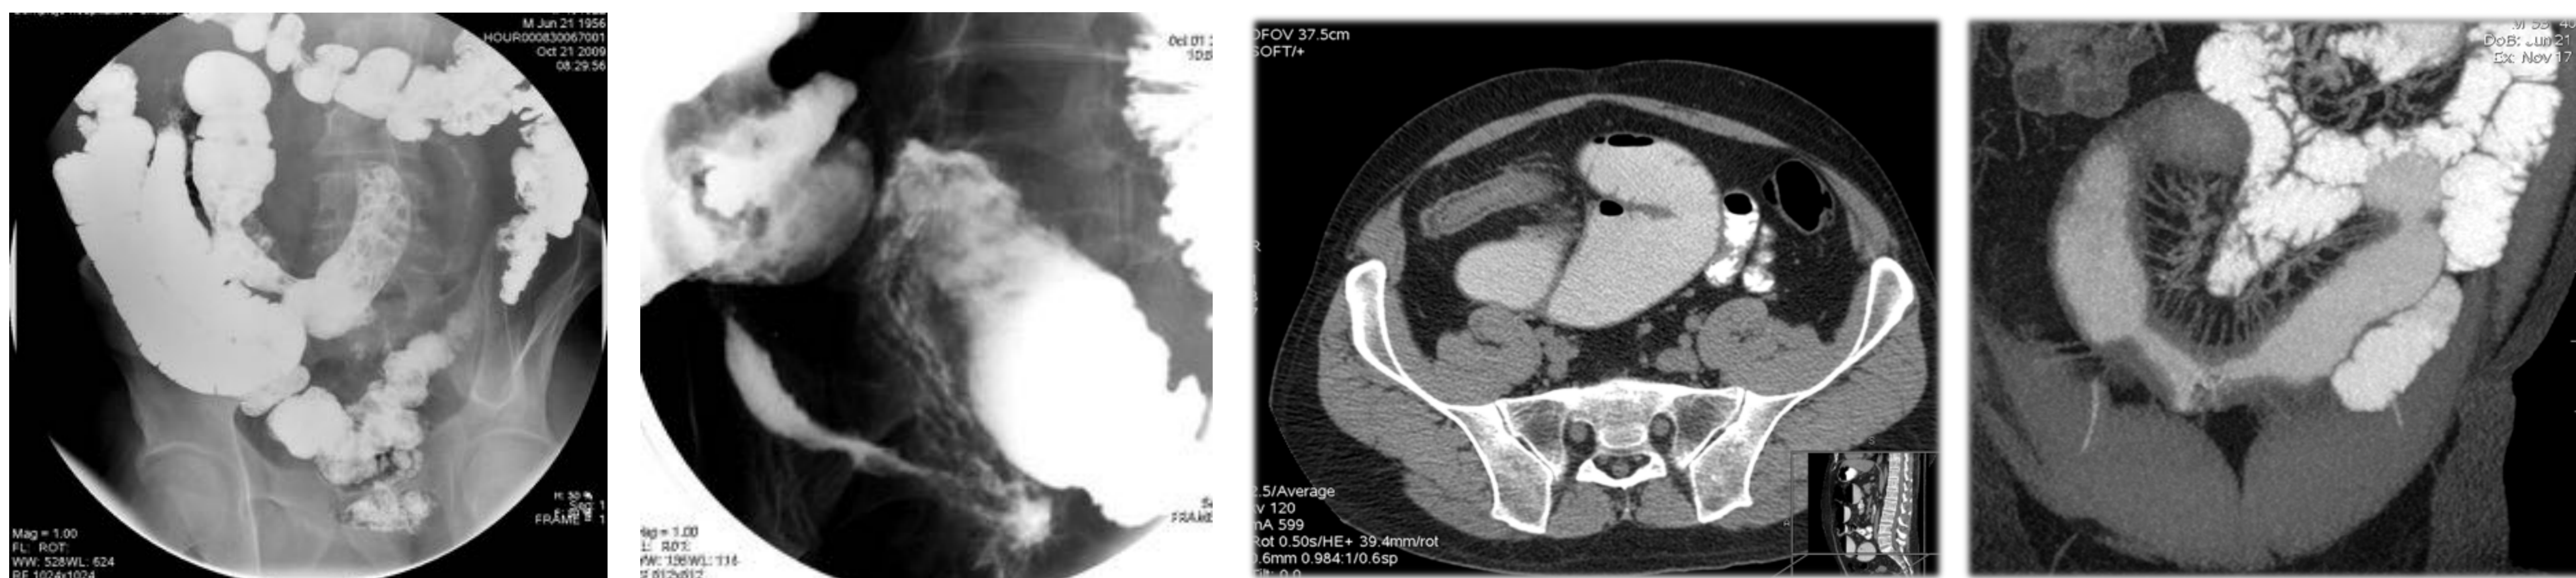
Correlación de estudio baritado y TC con contraste oral en paciente con enfermedad de Crohn con estenosis y dilatación intestinal proximal
